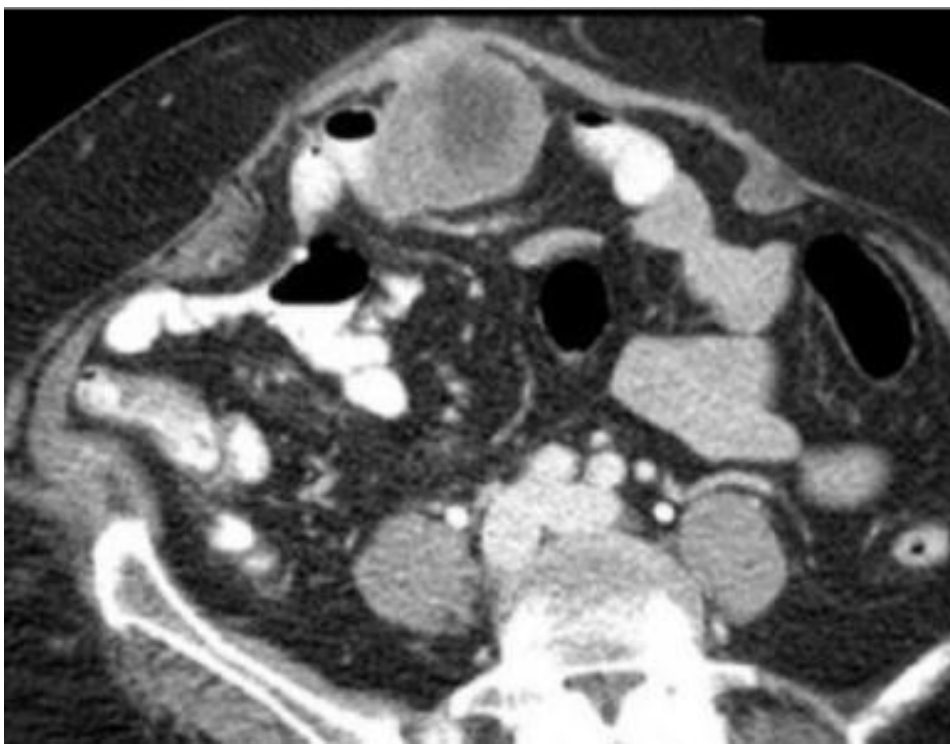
TDM d'une tumeur stromale gastrique de développement intra-luminal [70].
